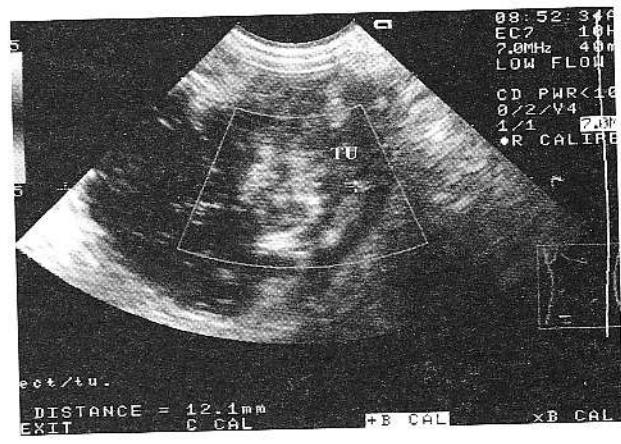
Neoplasm rectal – forma vegetantă. Explorare ecografică cu contrast luminal (descendent și ascendent) (TU – tumoră).
